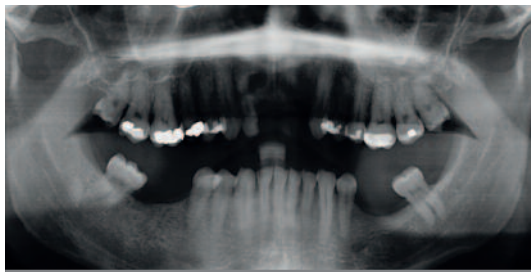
Radiografía panorámica que muestra la ausencia de los tres dientes anterosuperiores y una dimensión vertical amplia del hueso.
